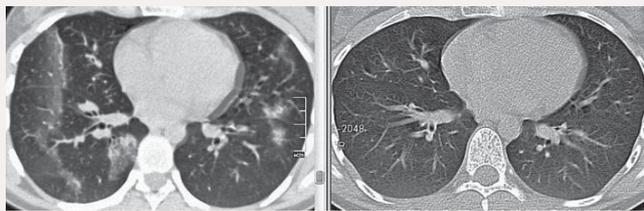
МСКТ больной В., слева – до лечения ГК: инфильтраты в обоих легких в сочетании с линейной зоной «матового стекла»; справа – после ГК-терапии: полное восстановление пневматизации паренхимы
